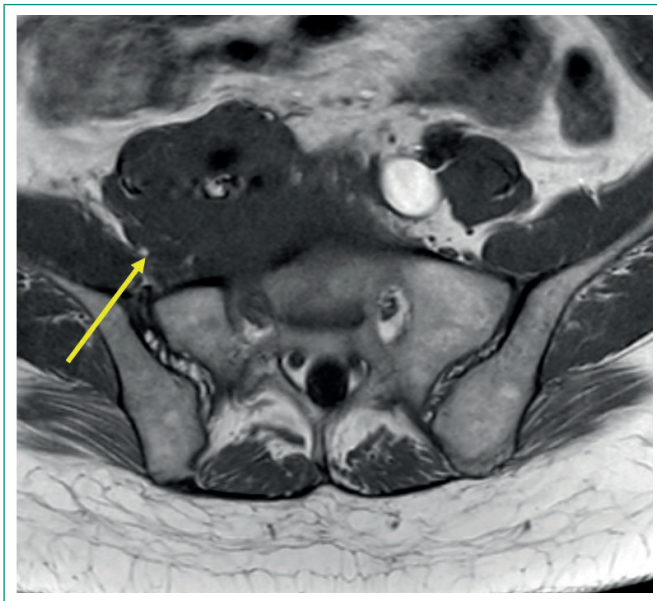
Resonancia magnética en corte transversal que muestra masa de partes blandas a nivel de L5-S1 entrando por agujero de conjunción.
